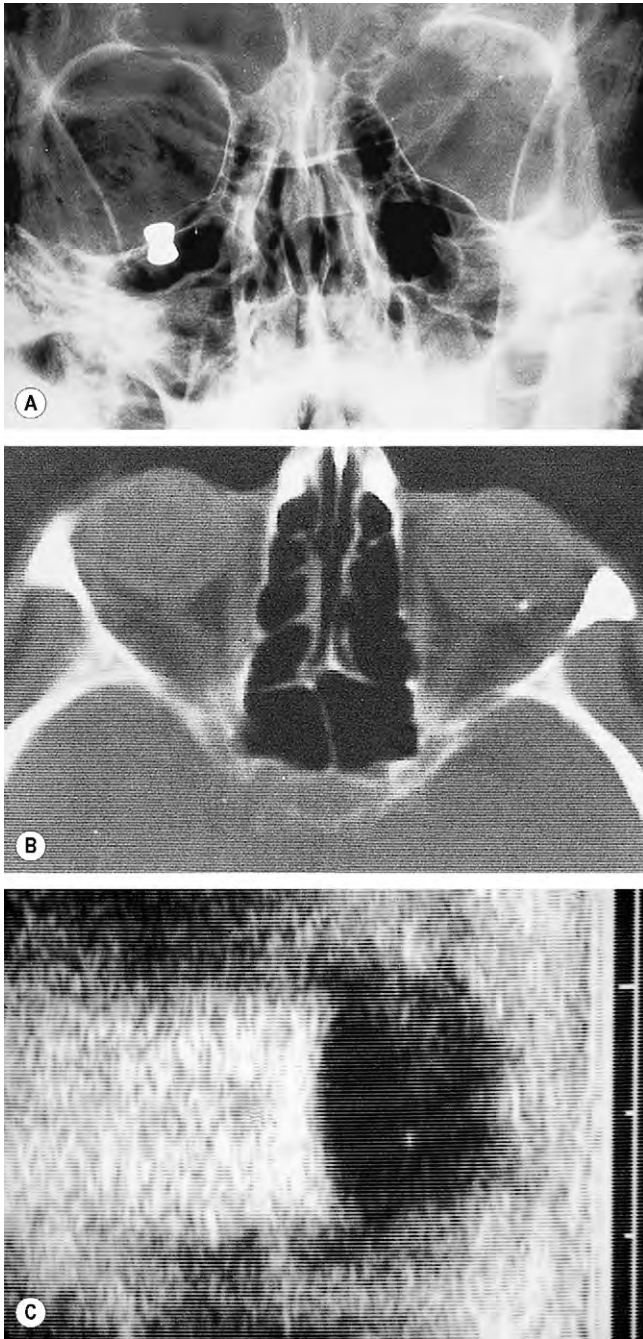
Diagnóstico por la imagen de cuerpos extraños. (A) La radiografía simple muestra un perdigón de un arma de aire comprimido; (B) la TC axial muestra un cuerpo extraño intraocular izquierdo; (C) la ecografía muestra un cuerpo extraño intraocular.
